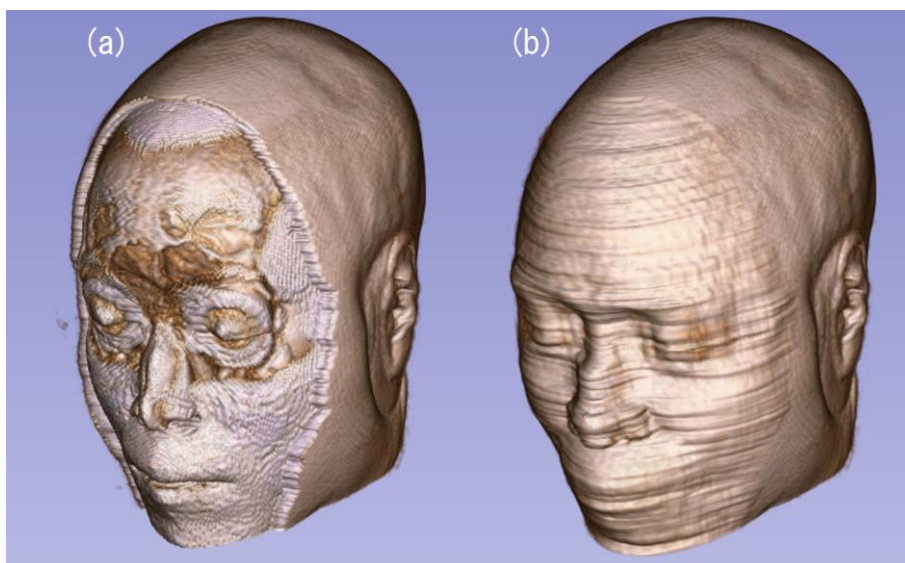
頭部 MRI の顔面匿名加工結果の比較 (ボリューム・レンダリング)。(a) 従来の顔面を削り取る処理、(b) 生成 AI による顔面を差し替える処理
